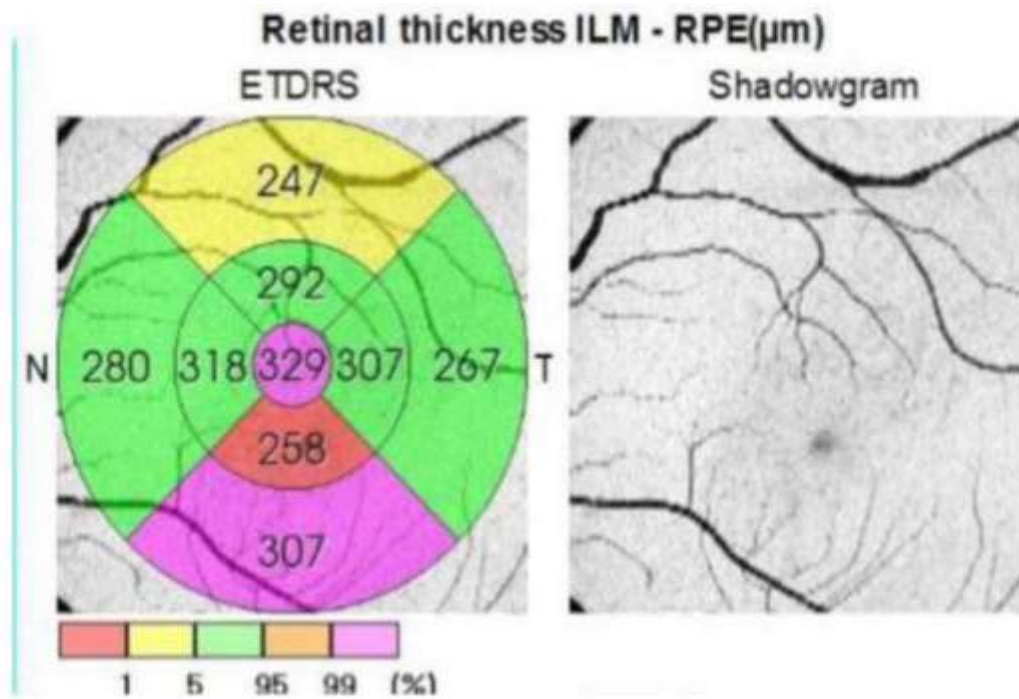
Оптична томографія для визначення профілю сітківки
